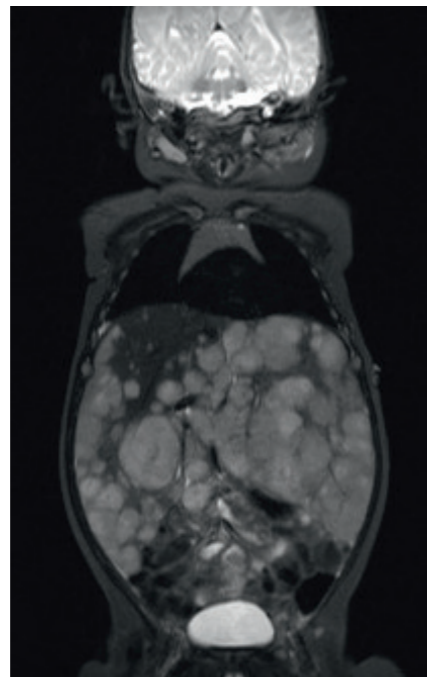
MRT einer initialen Lebermetastasierung bei einem Säugling mit Neuroblastom im Stadium 4S.
